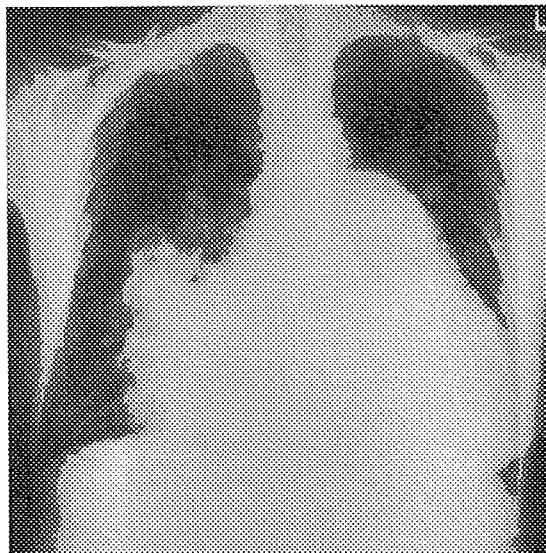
心房中隔欠損症（肺高血圧症を伴う）の胸部単純X線像（正位像）
